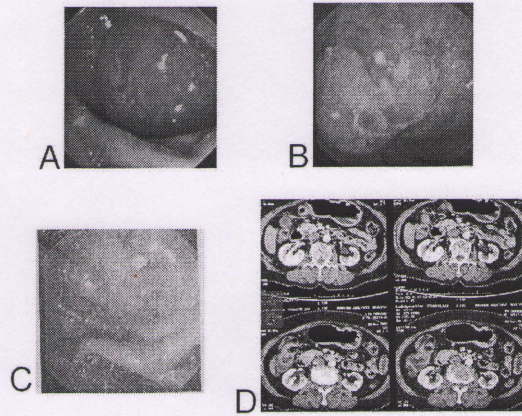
Periampullary Tumor A., B., C. ภาพถ่ายจาก Endoscope แสดงให้เห็นว่าไม่สามารถที่จะใส่ biliary stent ได้ D. CT scan พบว่ามีการอุดตันของ CBD, pancreatic duct และ duodenum
